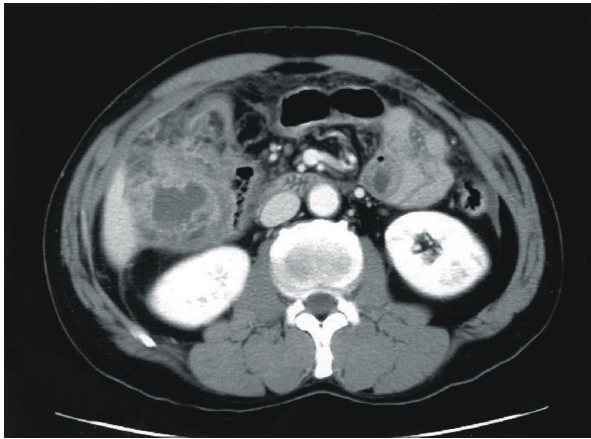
Radiological finding. Abdominal CT scan shows a heterogeneously enhancing irregular soft tissue mass (9×6.5 cm sized) at the ascending colon near the hepatic flexure with suspicion of invasion to the liver and second portion of the duodenum.
